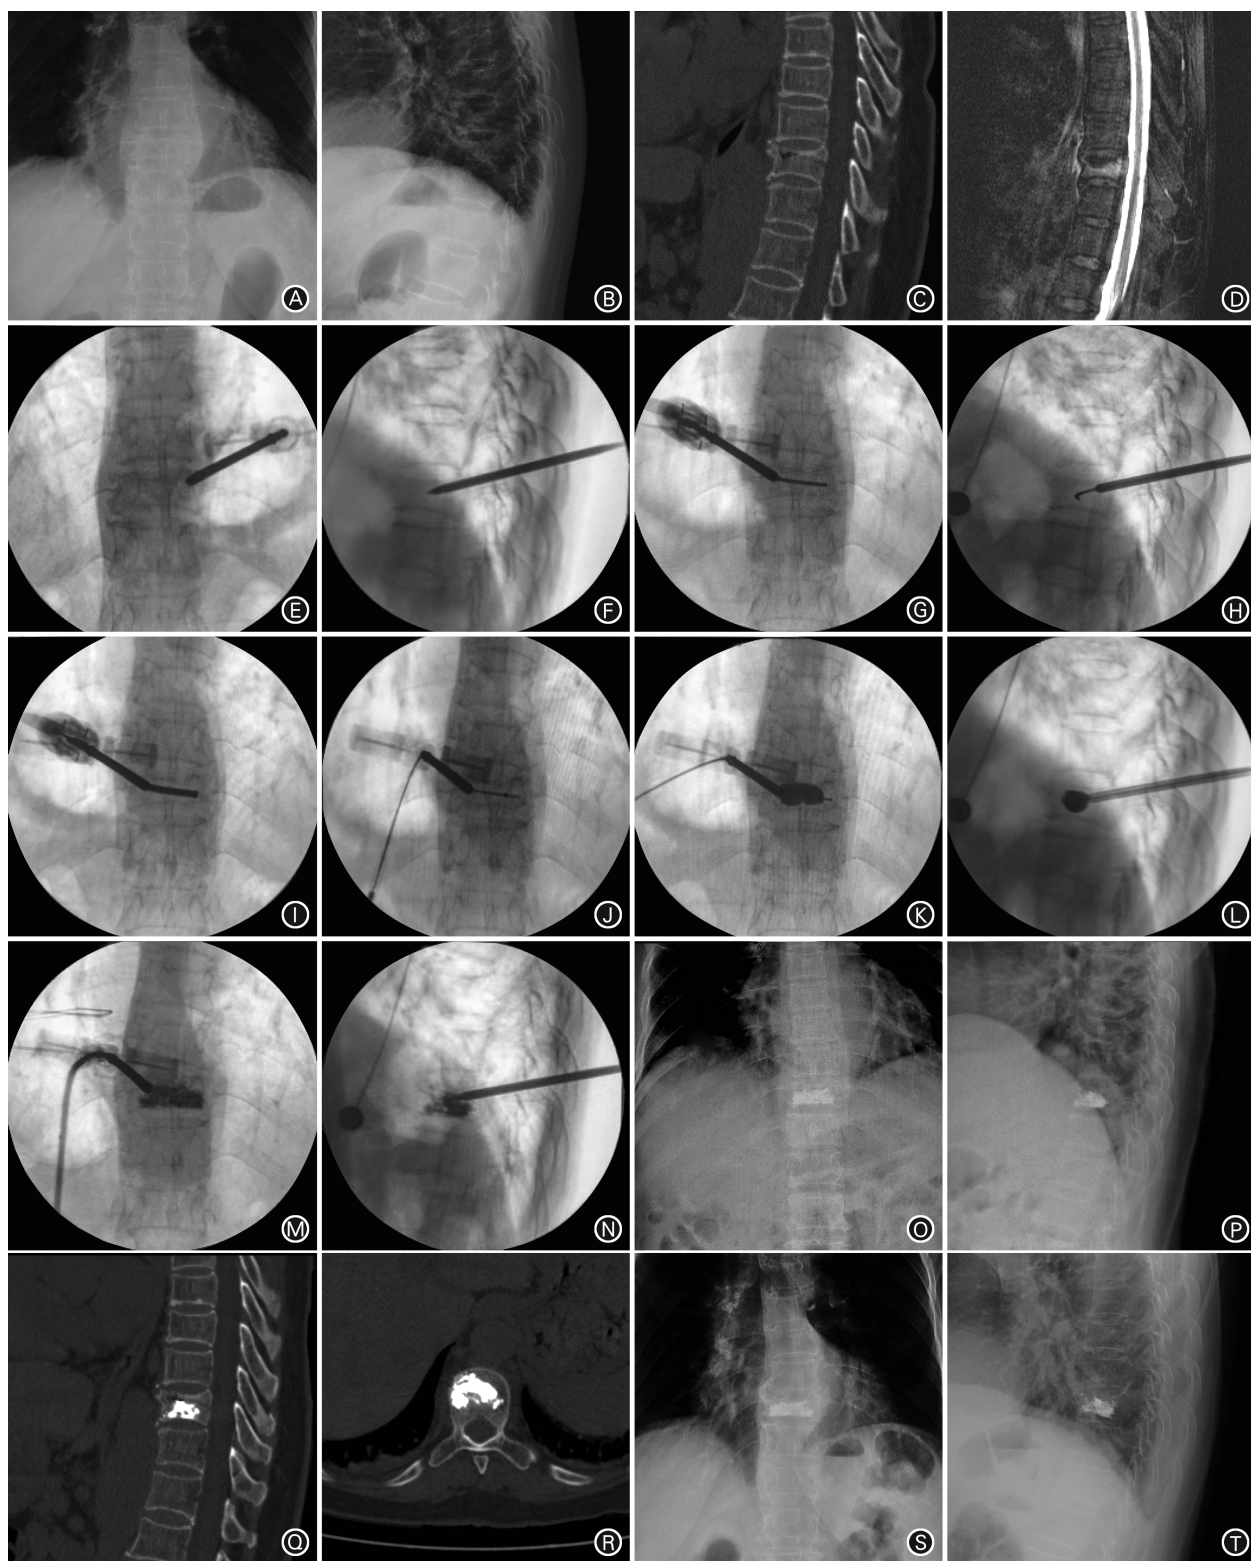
患者女,73岁,摔伤致T₁₀椎体压缩骨折,伤后3 d行PCKP治疗。A、B. 术前正、侧位X线片示T₁₀压缩骨折; C. 术前矢状位CT重建示T₁₀压缩骨折; D. 术前MRI抑脂像示T₁₀为新鲜骨折; E、F. 术中建立工作通道时C形臂X线机正、侧位透视; G、H. 术中弯角骨钻导丝建立通道时C形臂X线机正、侧位透视; I. 术中弯角骨钻开腔扩张工作通道时C形臂X线机正位透视; J. 术中插入弯角球囊后C形臂X线机正位透视; K、L. 术中弯角球囊扩张椎体C形臂X线机正、侧位透视; M、N. 术中骨水泥灌注时C形臂X线机正、侧位透视; O、P. 术后24 h正、侧位X线片示T₁₀骨水泥海绵状分布; Q、R. 术后24 h矢状位、横断位CT示T₁₀骨水泥双侧弥散、无渗漏; S、T. 术后3个月复查正、侧位X线片示T₁₀骨水泥无移位。注:PCKP为经皮弯角球囊椎体后凸成形术
